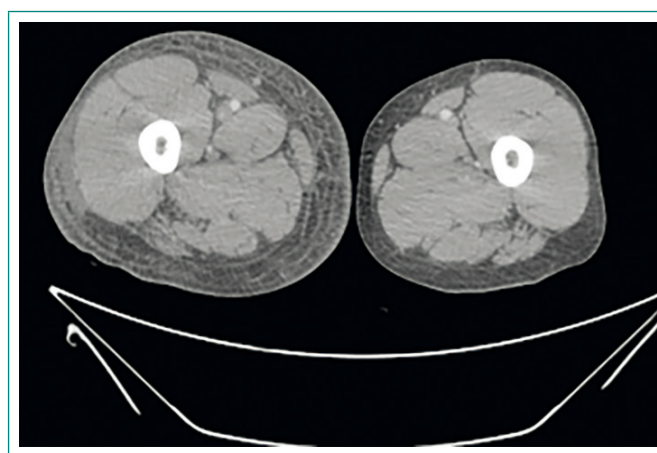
TC de miembros inferiores donde se observa el edema de partes blandas del miembro inferior derecho
